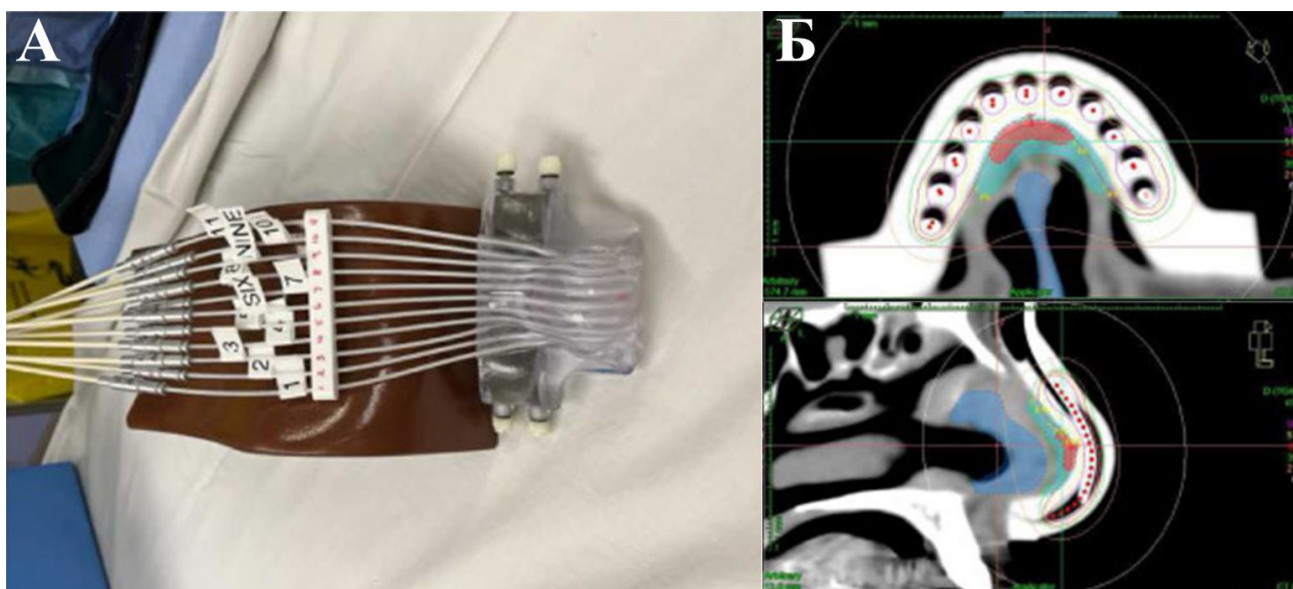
Пример лечения карциномы носа с помощью поверхностной брахитерапии. А) Аппликатор, напечатанный на 3D-принтере, с закрепленными катетерами. Б) Компьютерная томография, демонстрирующая плотное прилегание аппликатора к коже с минимальным зазором. Зеленая линия изодозы ограничивает область, получившую 3.5 Гр, а красная линия изодозы соответствует дозе в 4.25 Гр [29].
